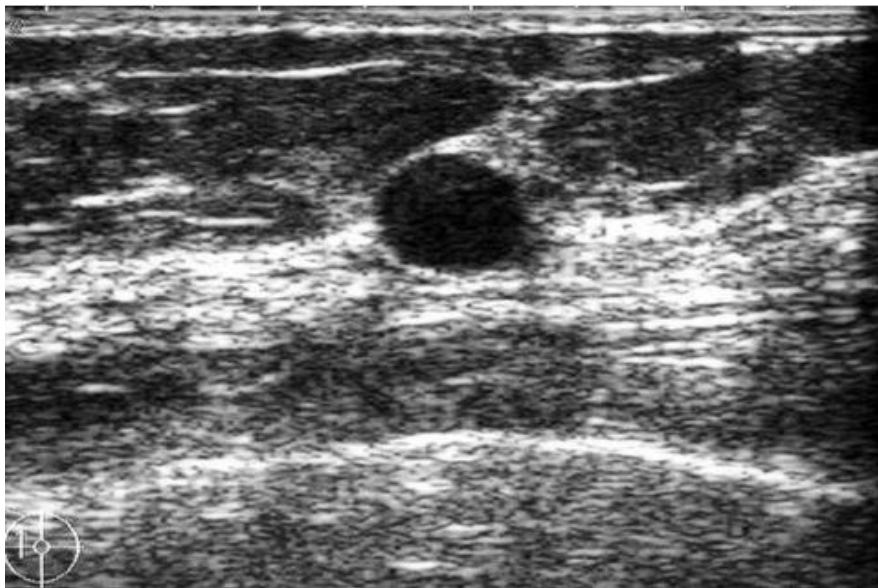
Image échographique : masse hypoéchogène arrondie, bien limitée, légèrement hétérogène.
